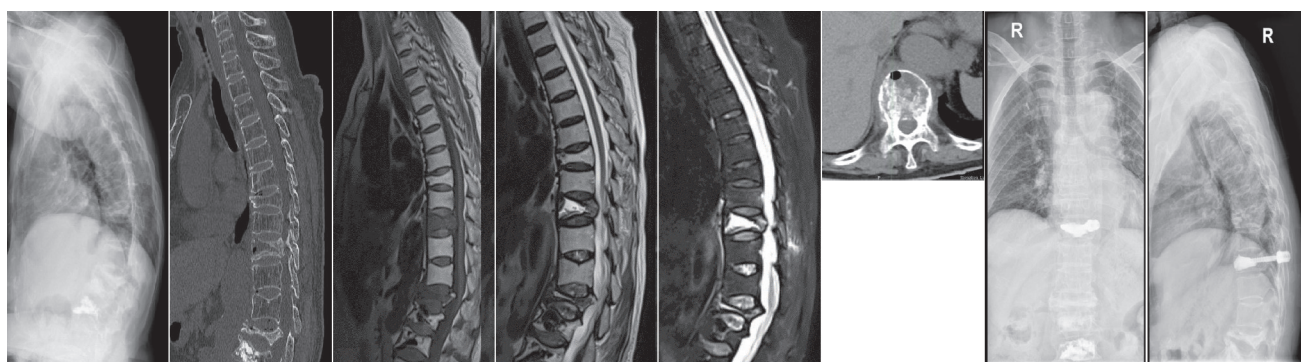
典型病例3,女,74岁,胸背部外伤后疼痛半年,既往曾L₃椎体成形术;入院后X线提示T₁₀椎体压缩骨折,CT提示T₁₀存在真空裂隙征,MRI提示T₁₀在T₁WI呈低信号,在T₂WI及STIR像上呈现高低不等的混杂信号;经手术治疗后恢复良好
